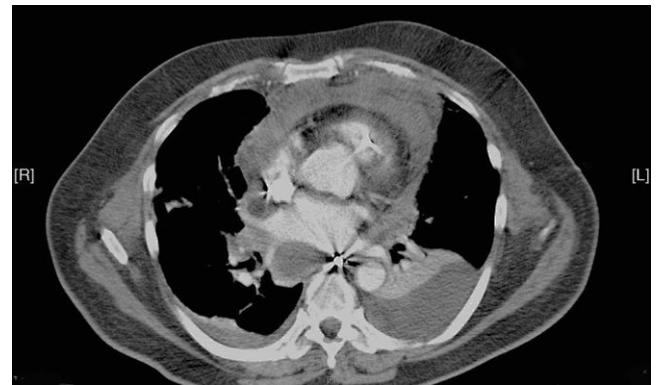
Imagen de la TC que muestra el ensanchamiento mediastínico, las colecciones con contenido aéreo, el derrame pleural bilateral y pericárdico y la atelectasia pulmonar compresiva.
